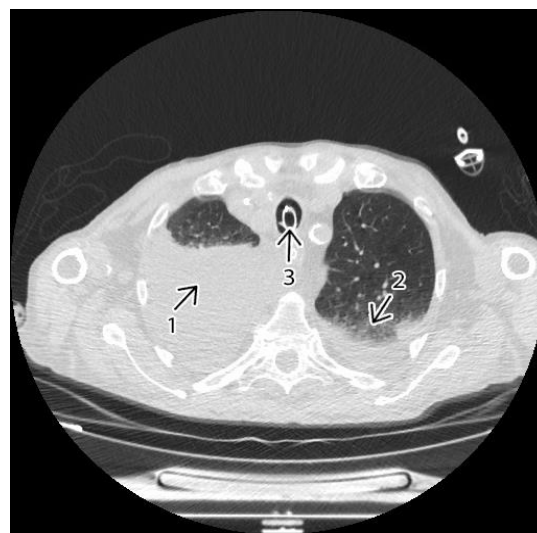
Компьютерная томограмма органов
